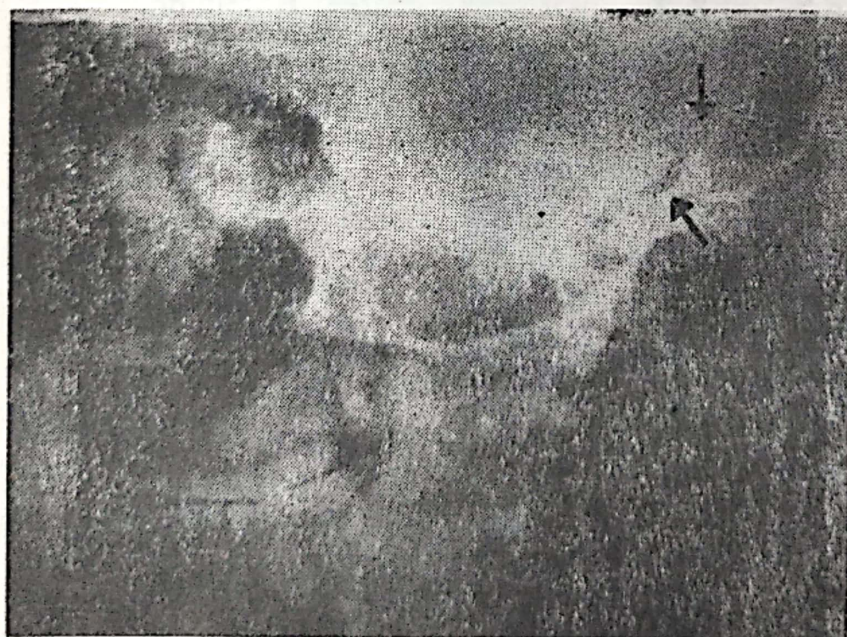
Radiografia stîncii în incidența Stenvers. Se constată traiect de fractură transversal, în fața labirintului.
